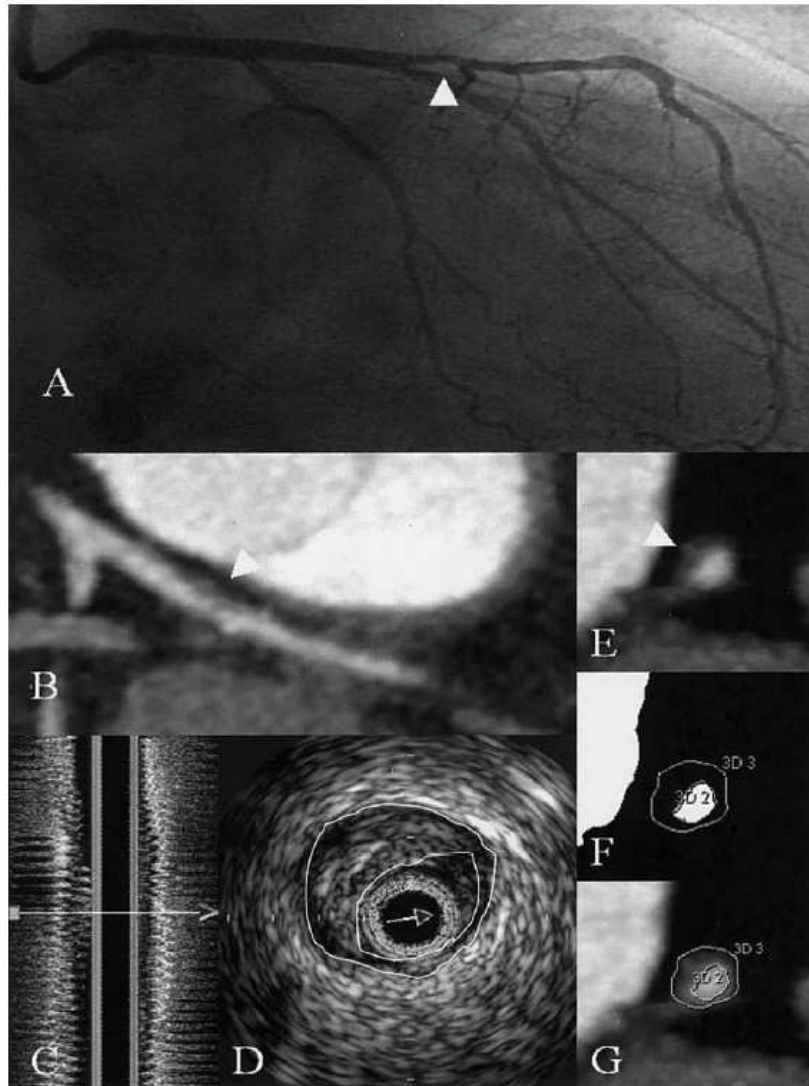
Lésion athérosclérotique non obstructive et non calcifiée (montrée par les flèches blanches sur les images). Angiographie coronarienne montrant la lésion (A). Même lésion sur l’image angiographique par tomographie assistée par ordinateur (CT à 64 détecteurs) (B). Coupe longitudinale du volume IVUS (C) et image IVUS axiale de la lésion (D). Image CTA de coupe de la lésion (E) correspondant à la flèche en (B). Seuillage et segmentation des contours de la lumière et du vaisseau (F) à partir de la coupe CTA (E). Superposition de l’image de coupe et des contours (G). D’après (Leber et al., 2005).
